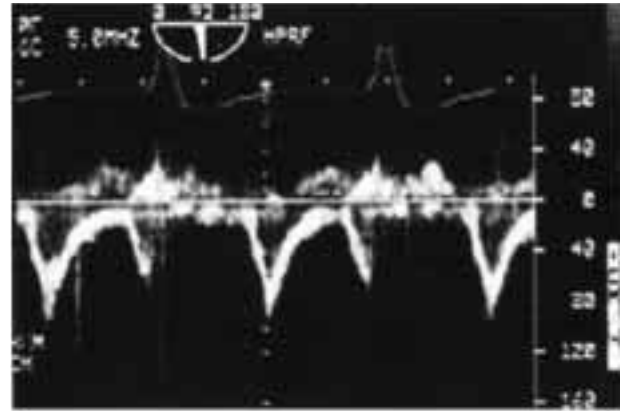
Doppler venoso polmonare normale. Si osserva una contrazione inversa che precede un'ampia onda di flusso sistolica. L'onda di flusso sistolica, talvolta bifasica, è seguita dall'onda diastolica.
